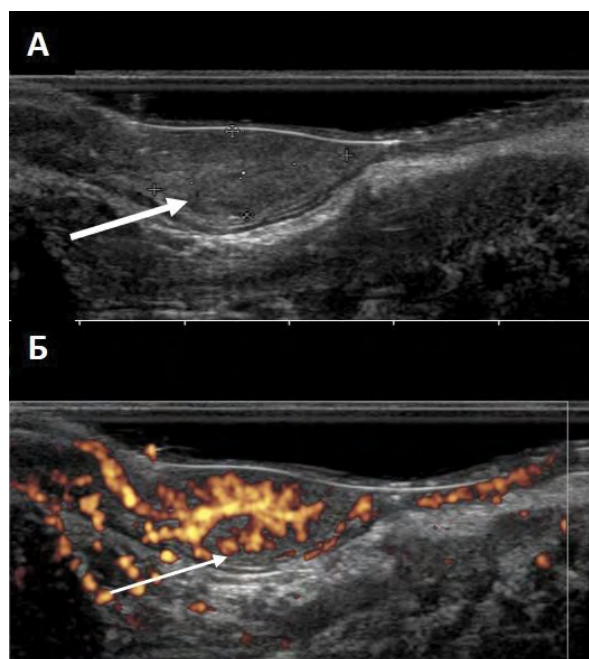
Эхограмма аденомы (pT0). А – ЭРУЗИ в В-режиме, стрелкой отмечена аденома. Б – ЭРУЗИ с применением энергетической доплерографии – в ткани аденомы определяются сосудистые локусы с наличием ветвления (стрелка).
